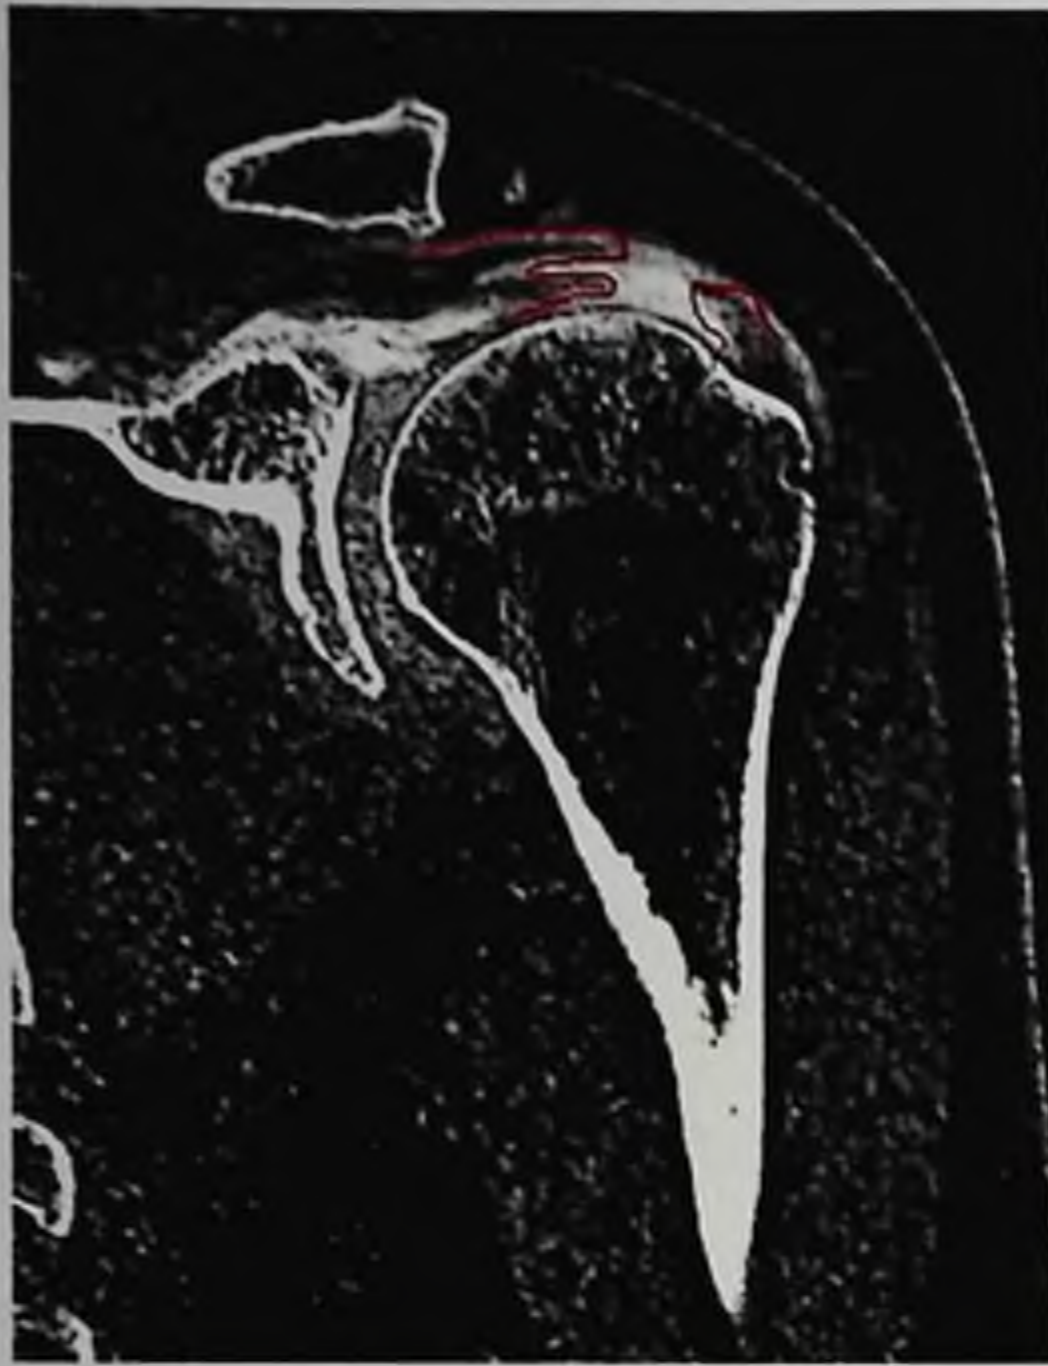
Компьютерная томографическая артрография плечевого сустава.
